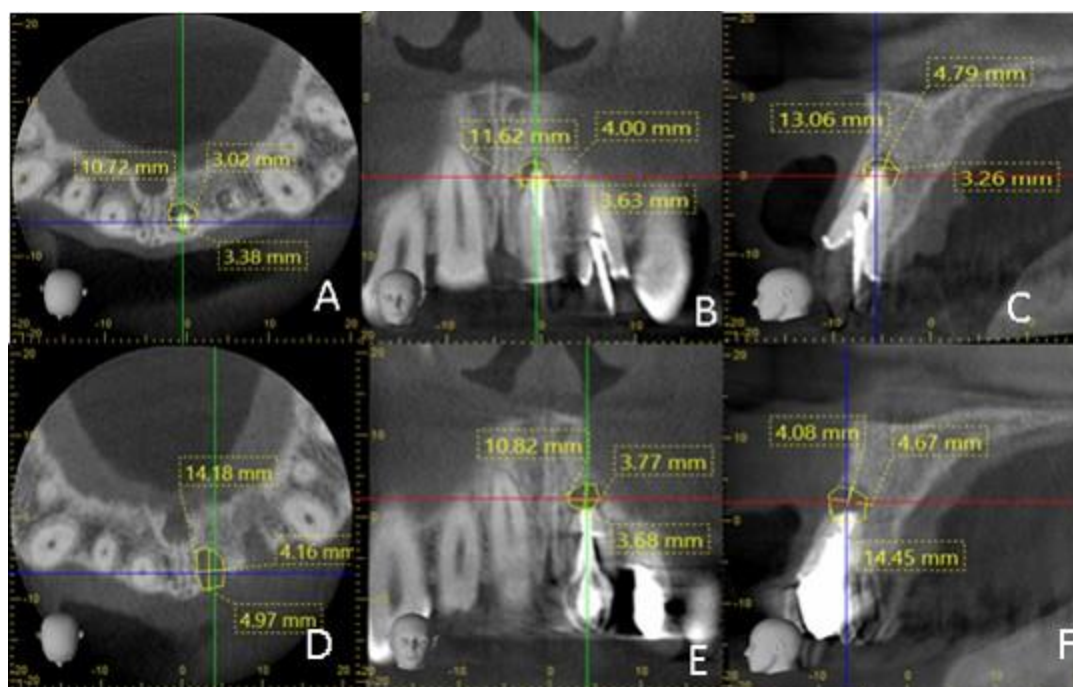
Imágenes CBCT preoperatorias caso 1 (A) Plano axial del 21 (B) Plano coronal del 21 (C) Plano Sagital del 21 (D) Plano Axial del 22 (E) Plano coronal del 22 (F) Plano sagital del 22
